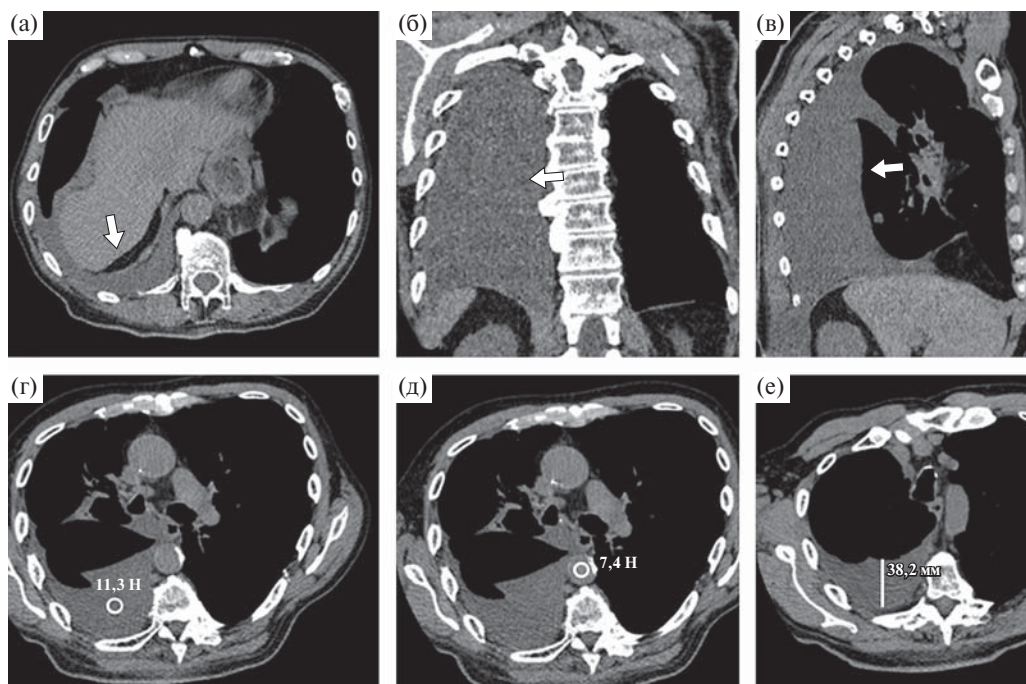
Больной 66 лет. а–в – выпот в плевральной полости; г – плотность выпота; д – плотность крови в аорте; е – переднезадний размер выпота. Трансверсальный срез (а) и мультипланарные реконструкции КТ в прямой (б) и правой боковой (в) проекциях органов грудной клетки. Средостенное электронное окно. Массивное депонирование жидкости в плевральной полости (стрелка). г–е – трансверсальные срезы.
